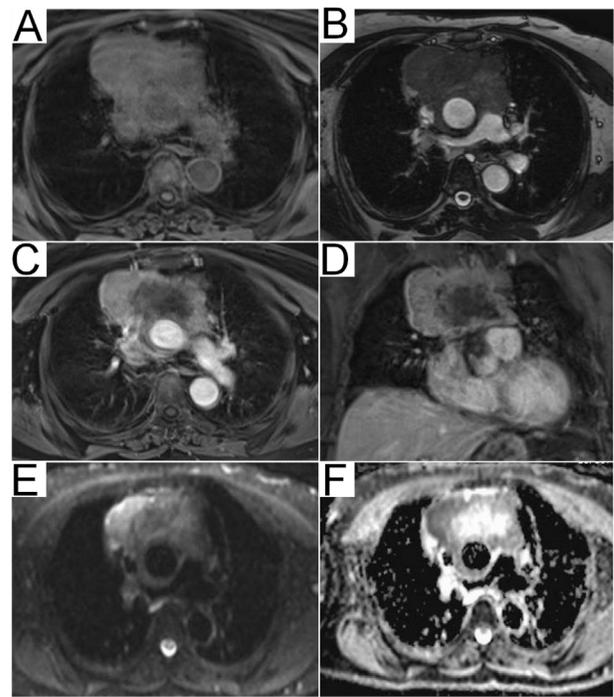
Ressonância magnética torácica, imagens adquiridas com diferentes técnicas e seqüências, caracterizando a formação expansiva mediastinal heterogênea, exibindo predomínio de sinal intermediário em T1 (A) e hipossinal no balanced SSFP (B). Em T1 com saturação de gordura, após a administração de meio de contraste paramagnético endovenoso (C, D), foram observadas na referida lesão áreas hiporrealçantes centrais compatíveis com material necrótico e/ou fluido. Tal massa mostrou focos de hipersinal na difusão (E) que também apresentavam hipossinal no mapa ADC (F), evidenciando uma restrição à difusão das moléculas de água.
